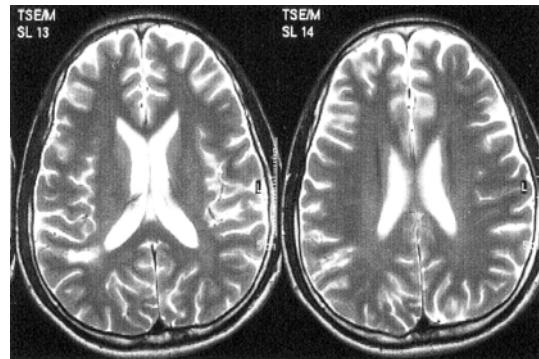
Brain magnetic resonance image showed multifocal cortical infarct (The possibility of leakage from mycotic aneurysm on distal MCA branch was suggested).
